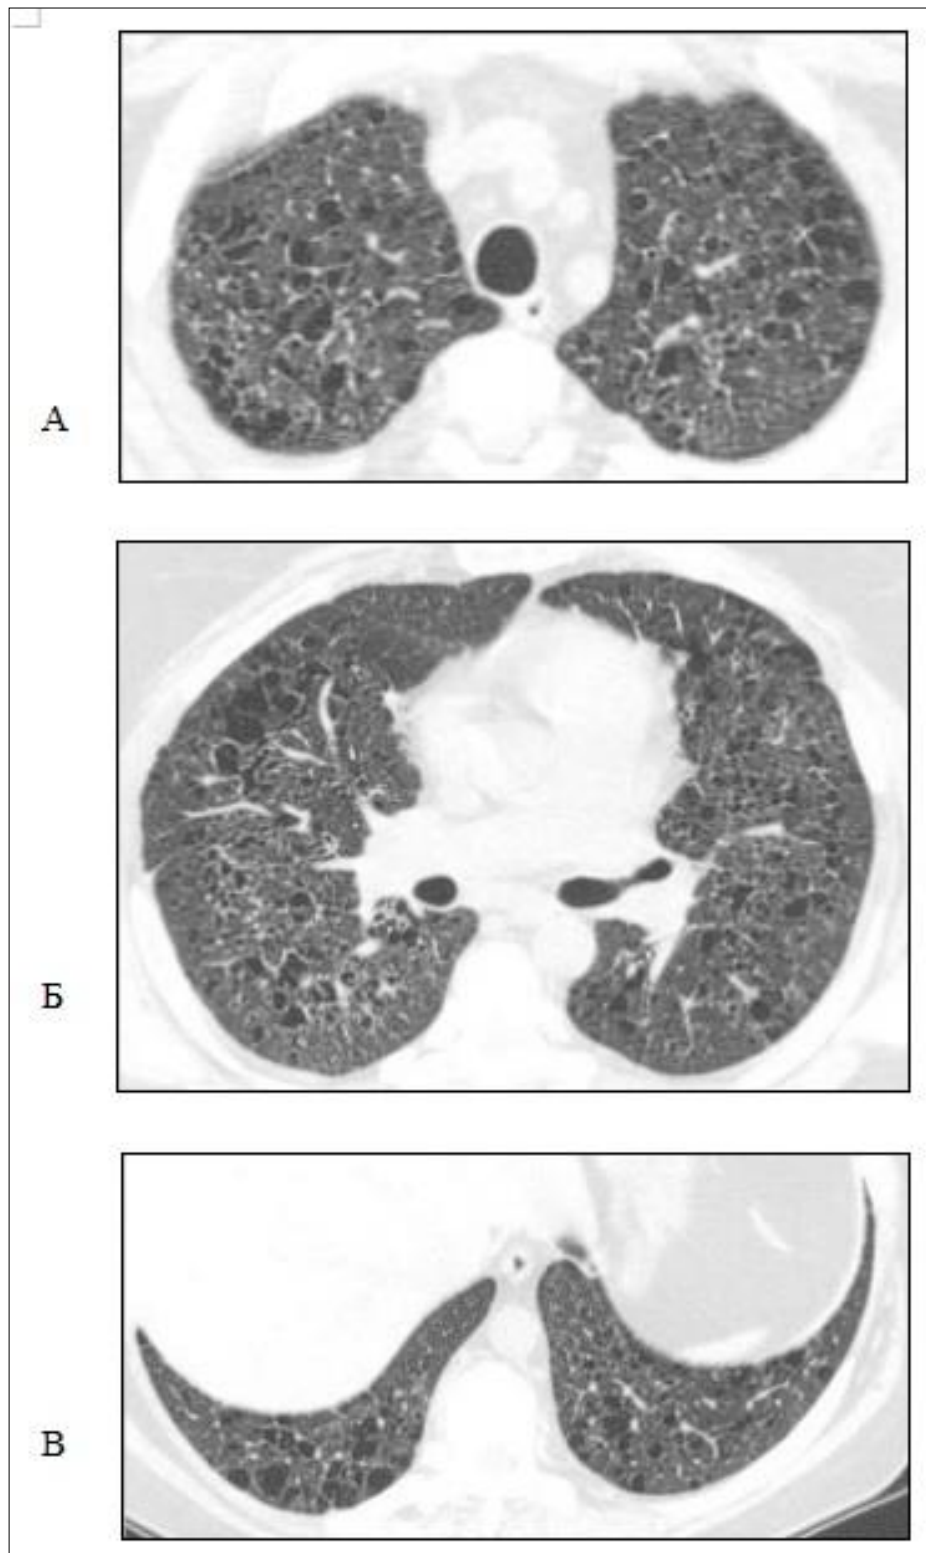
Компьютерные томограммы больной Т., 1979 года рождения от 10.08.2009 г. Определяются множественные тонкостенные воздухосодержащие полости, местами с тенденцией к слиянию, а также отдельные мелкие очаги (а, б), отмечается поражение базальных отделов – реберно-диафрагмальных синусов (в).
